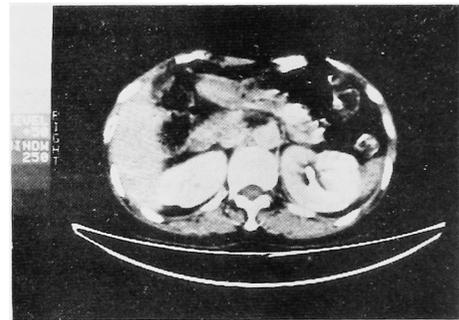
Renal CT: Solid masses arising in bilateral kidneys.
